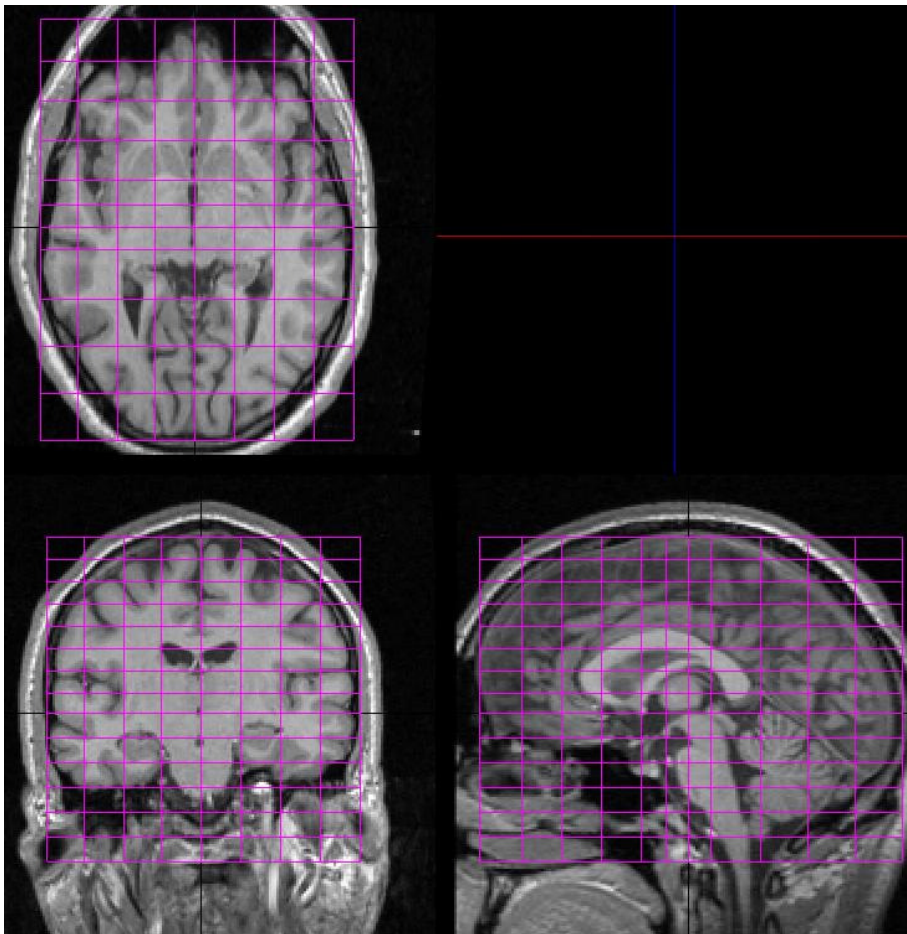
Darstellung des individuell angepassten Talairach-Koordinatensystems an einem strukturellen dreidimensionalen MRT-Datensatz
